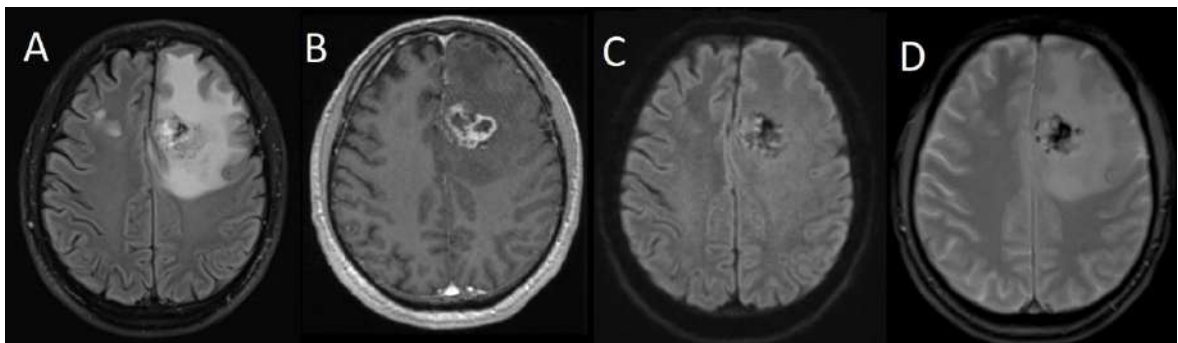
IRM cérébrale d'un glioblastome
